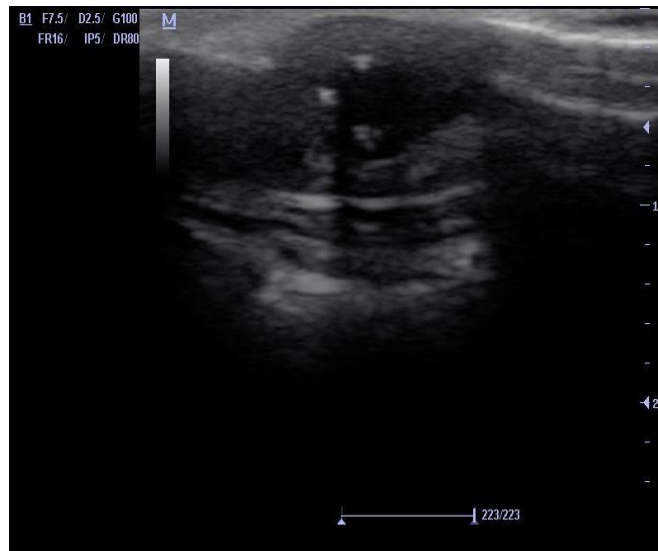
Вторая серия, опыт №7. УЗИ модели «остаточной» полости, 30 сутки после операции.
